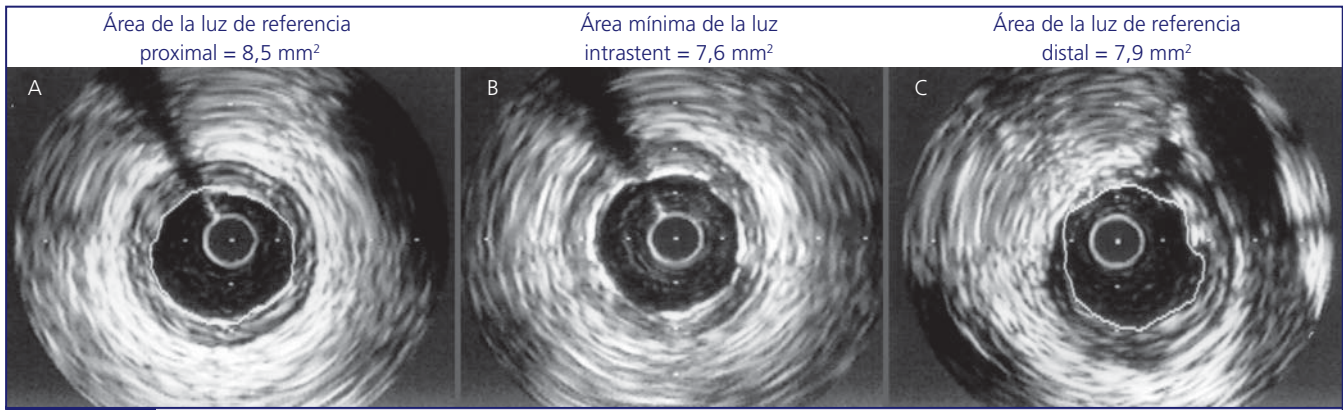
Ejemplo de expansión adecuada. El área mínima de luz intrastent (AML) (B) llegó, más de 80% (92%) de la media aritmética de las áreas de referencia proximal (A) y distal (C) del vaso blanco. En este caso, el segundo criterio ultrasonográfico de expansión óptima también se verifica: AML > 7,5 mm² (valor encontrado: 7,9 mm²).
